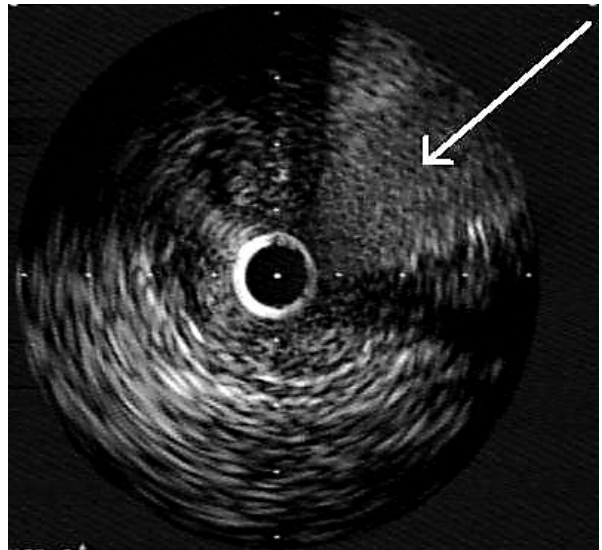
Intravascular ultrasonogram of the right popliteal artery lesion showing lumen narrowing with a large amount of concentric plaque and disruption of vessel wall communication with the outside cavity, representing the aneurysm (arrow)
